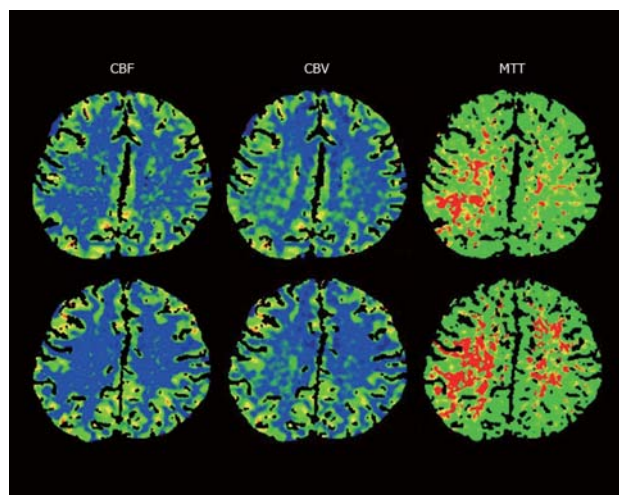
Perfusion CT (Day 7)
